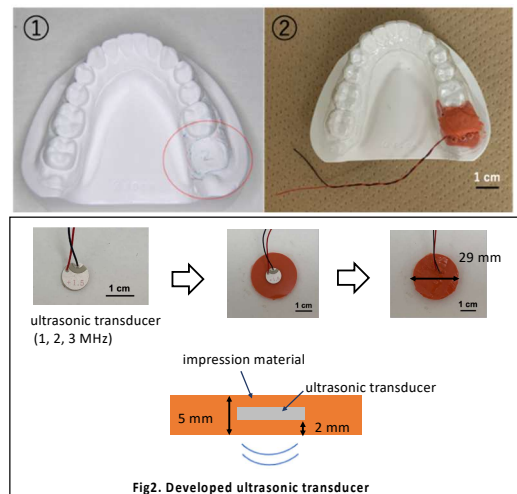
シリコン印象材内埋め込み型超音波プローブ (引用元: 兵庫医科大学 病院 病気ガイド)
